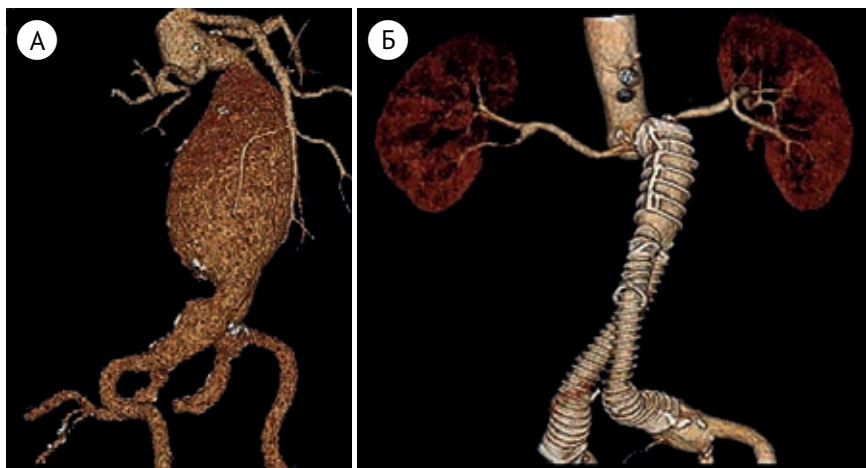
А) Фрагмент МСКТ – аневризма брюшной аорты; Б) фрагмент МСКТ – брюшная аорта после имплантации стент-графта.
